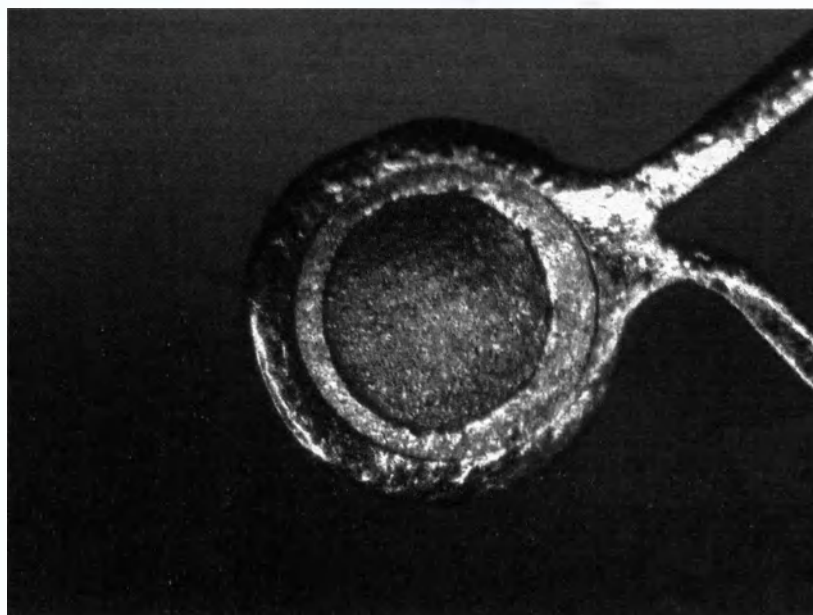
Фото рентгеноконтрастного маркера
